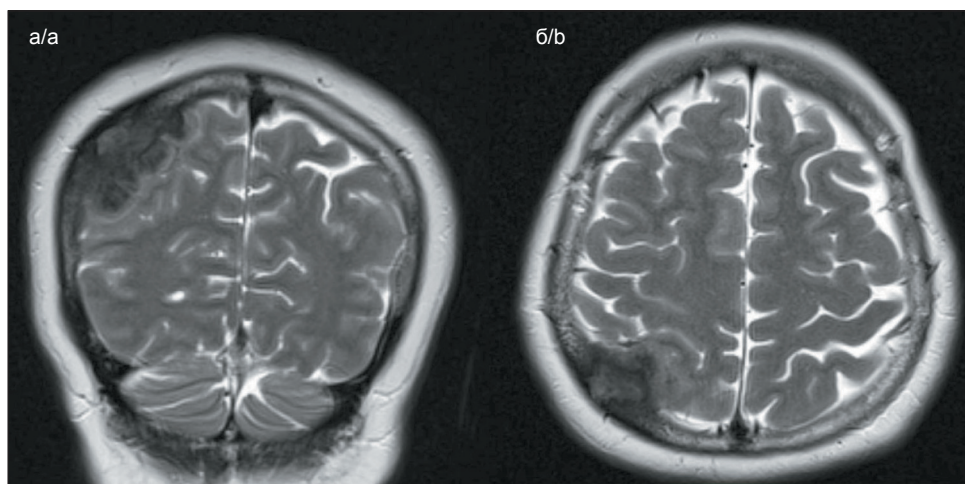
МРТ головного мозга в режиме T2. Визуализируется экстрацеребральное гипоинтенсивное образование в области теменной доли справа без выраженного перифокального отека:
